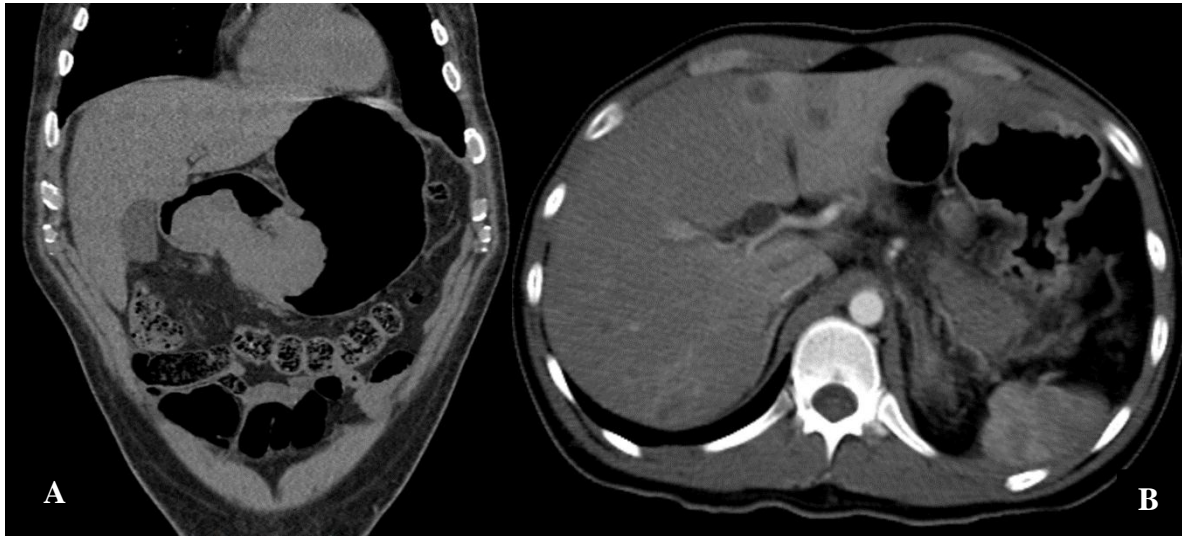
Reconstrucción coronal y corte axial de tomografía computada en fase contrastada que muestran la forma del tumor gástrico, de aspecto polipoido (A) y nodular respectivamente (B). La navegación endovirtual (C) muestra la forma polipoidea de la tumoración localizada en el fondo.
